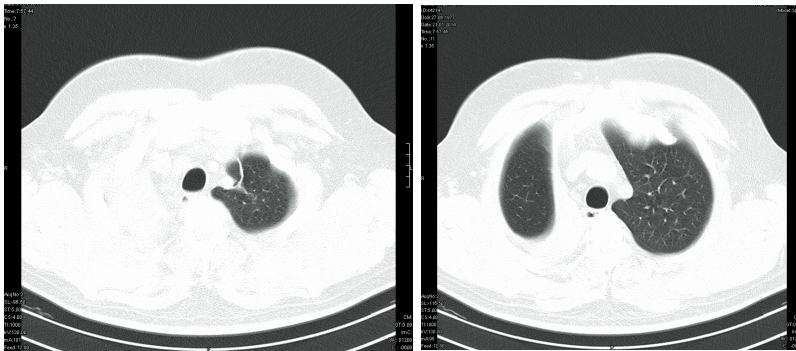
Больной П. КТ через 13 месяцев после установления ЭК в ПВДБ
